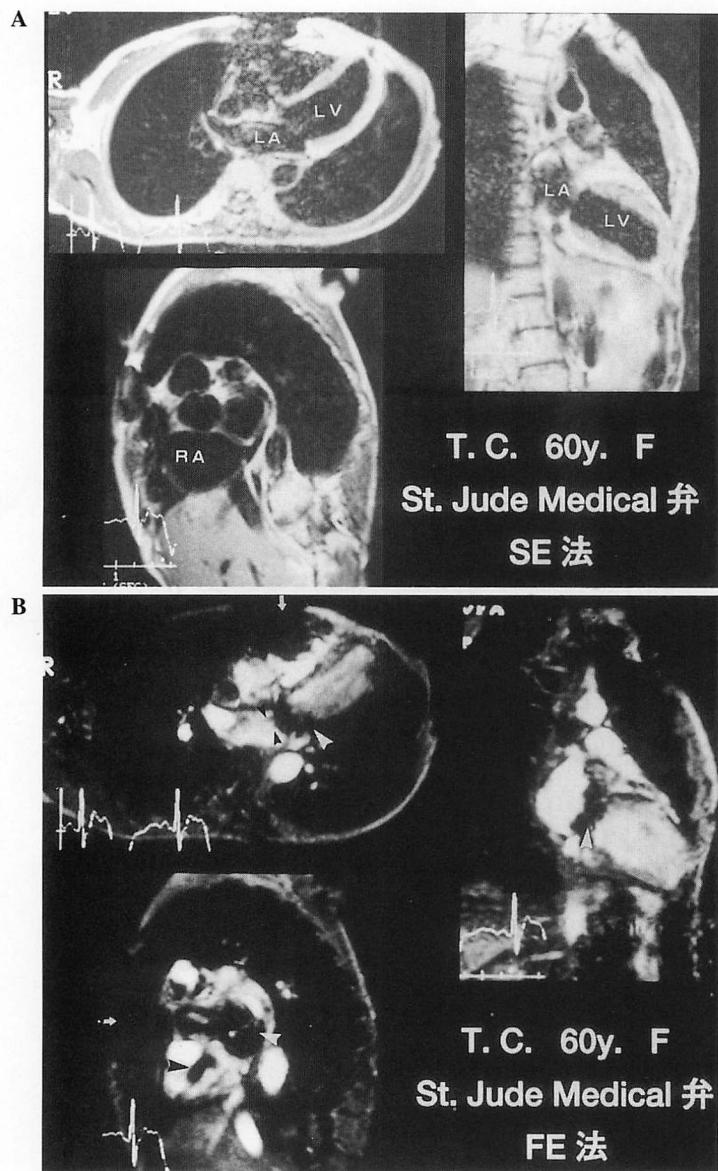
Magnetic resonance imaging of a 60-year-old woman with a St. Jude Medical prosthetic valve in the mitral position and sinus rhythm
